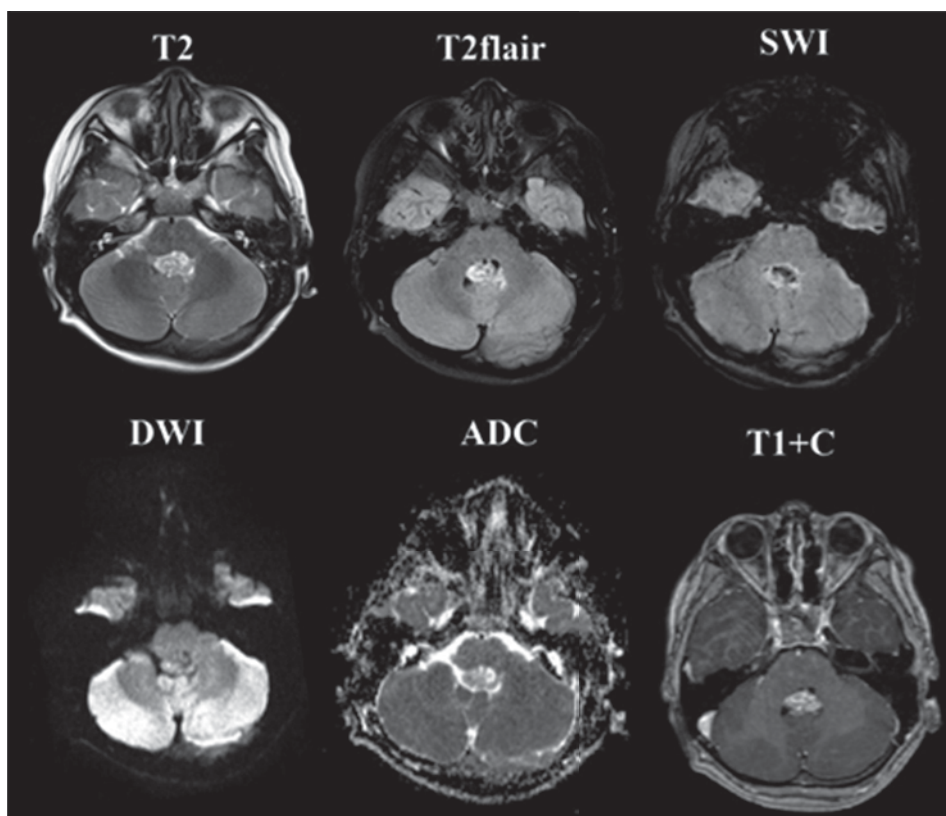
МРТ головного мозга пациента с эпендимомой, аксиальные изображения. Опухоль в задней черепной ямке, расположенная срединно в IV-ом желудочке. Опухолевая ткань неоднородного строения за счет множества мелких кист, кальцинатов и кровоизлияний. Контрастирование неомогенное. Диффузия не ограничена
